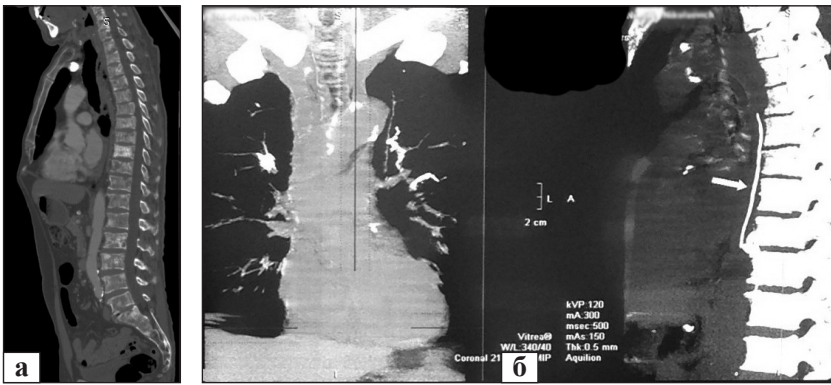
КТ-зображення хребта хворого на множинне метастатичне ураження неуточненого генезу хребців грудного та поперекового відділів хребта (а), якому в два етапи проведено вертебропластику тіл Th_{VII}, Th_X–L_I. На 2-гу добу після вертебропластики виникла цементна емболія легеневих артерій (б)
